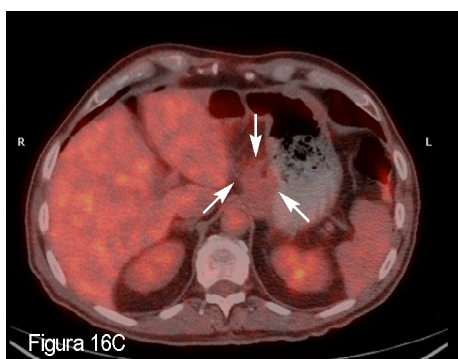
Paciente con LDCGB (ID 86). C: PET/TC DB en la reestadificación en el que se aprecia masa residual de menor tamaño sin avidéz por ^{18}F FDG, considerada correctamente como no tumoral (flechas). D: PET/TC DA en la que se observaron similares hallazgos. E: La TC DA clasificó erróneamente la masa residual como restos tumorales (flechas).
